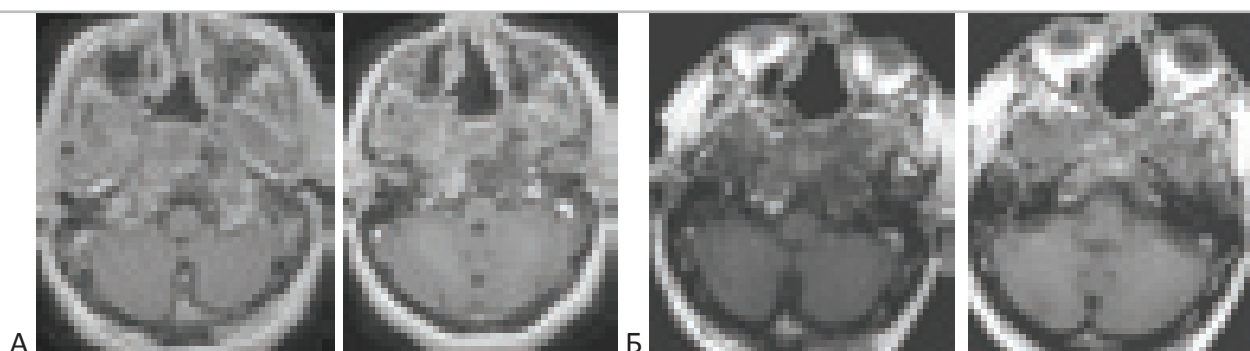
Динамика МРТ изображений у больного с хордмой основания черепа после радиотерапии. Больной Б-ин 57 лет. “А” – до лучевой. “Б” 2 года после стереотаксической радиотерапии. Новалис. СОД 70 Гр. Число фракций – 35.
